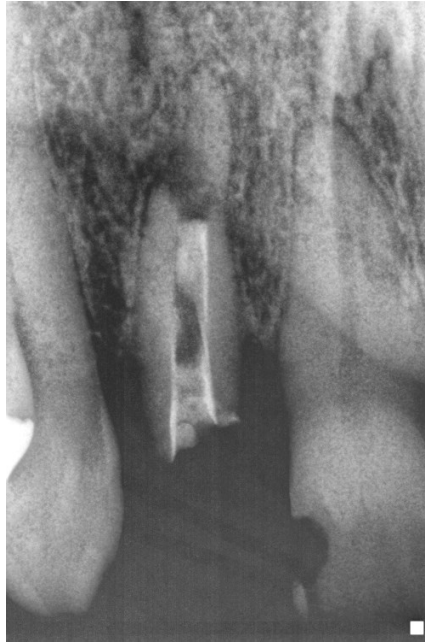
Radiografía inicial (2005)
